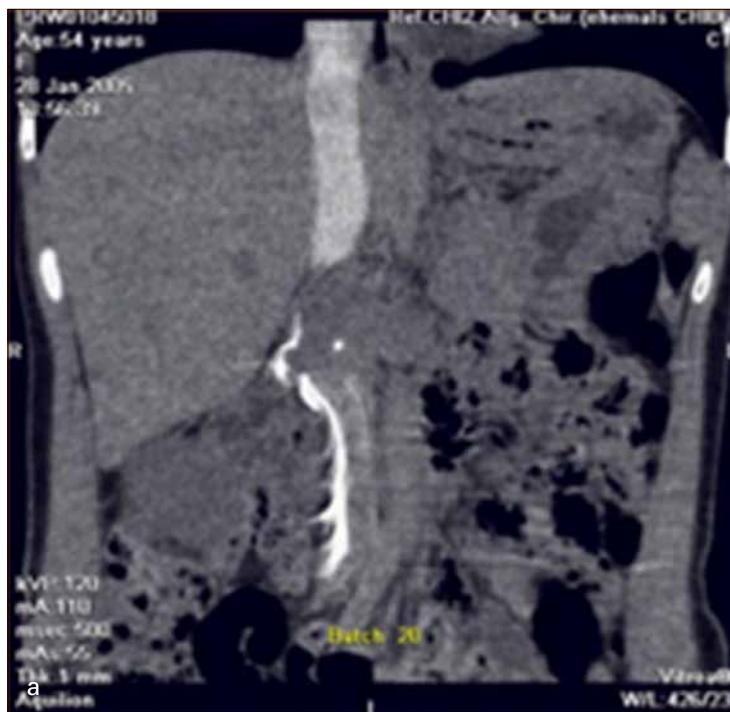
Relevant images related to Patient 1: a: Preoperative coronary CT scan of the abdomen showing tumor lesion obstructing lumen of the IVC; b: Intraoperative situs: Hepatic metastasis; c: Intraoperative situs: Leiomyosarcoma of IVC; d: Intraoperative situs: Vascular reconstruction of IVC with Dacron - PTFE-graft to reconstruct left renal vein
